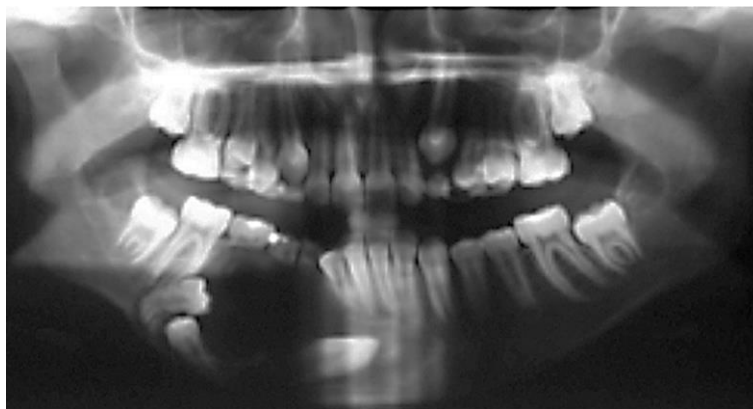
Radiographie panoramique présentant une tumeur odontogénique kératokystique sur une enfant de 9 ans avec les dents n°43, 44 et 45 incluses (83)
